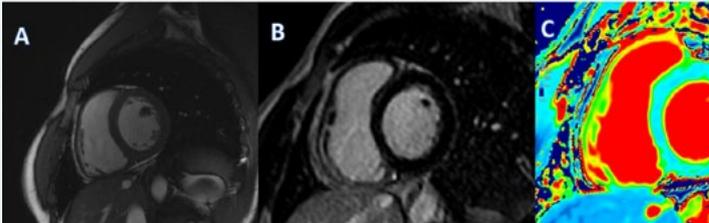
Cardiorresonancia magnética inicial. A: secuencia morfológica en eje corto con espesor miocárdico normal. B: secuencia de realce tardío sin retención de gadolinio. C: mapa paramétrico T1 nativo, T1 reducido.
